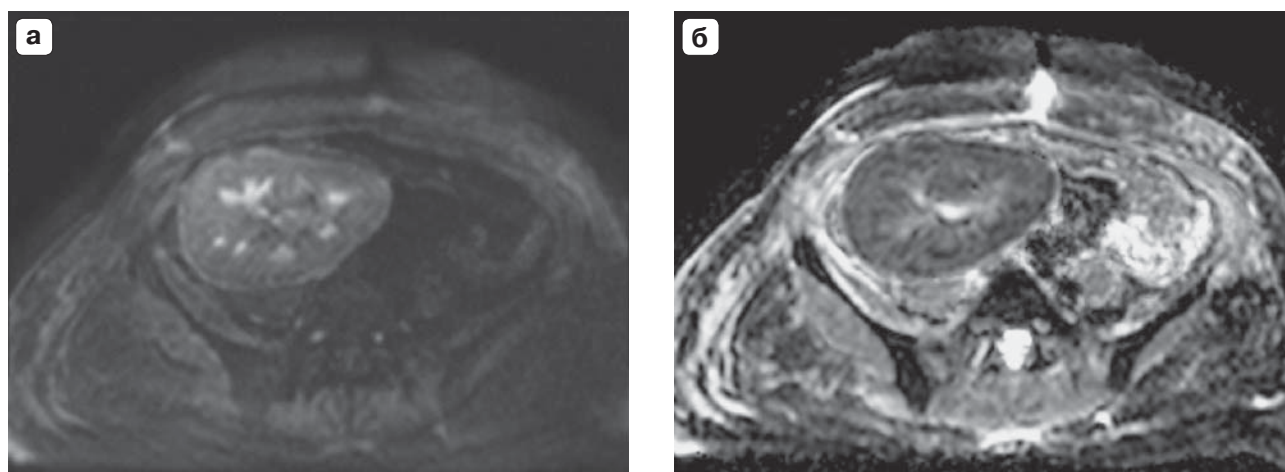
МР-изображения почечного трансплантата, аксиальная проекция, без внутривенного контрастирования. а – режим ДВИ (диффузионно-взвешенное изображение) с коэффициентом диффузии $b = 800$; б – карта ИКД (измеряемый коэффициент диффузии).
